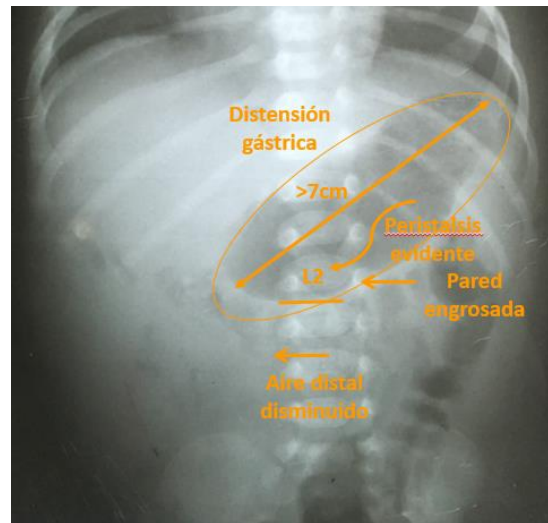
Radiografía simple de abdomen de un paciente con estenosis hipertrófica de píloro que muestra reborde gástrico por debajo de L2, distensión gástrica, disminución del aire distal y apariencia de moteado gástrico.
